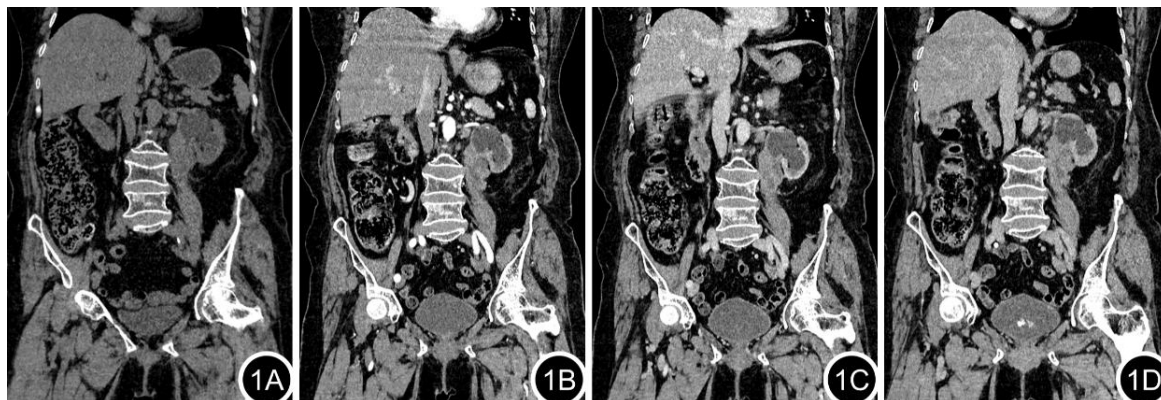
图1D 腹部CT平扫及增强的冠状位重建示，病灶沿左侧输尿管长轴生长，平扫呈软组织密度，增强扫描呈明显强化，其内见片状不强化区，可见病变区域与正常输尿管界限清晰。
